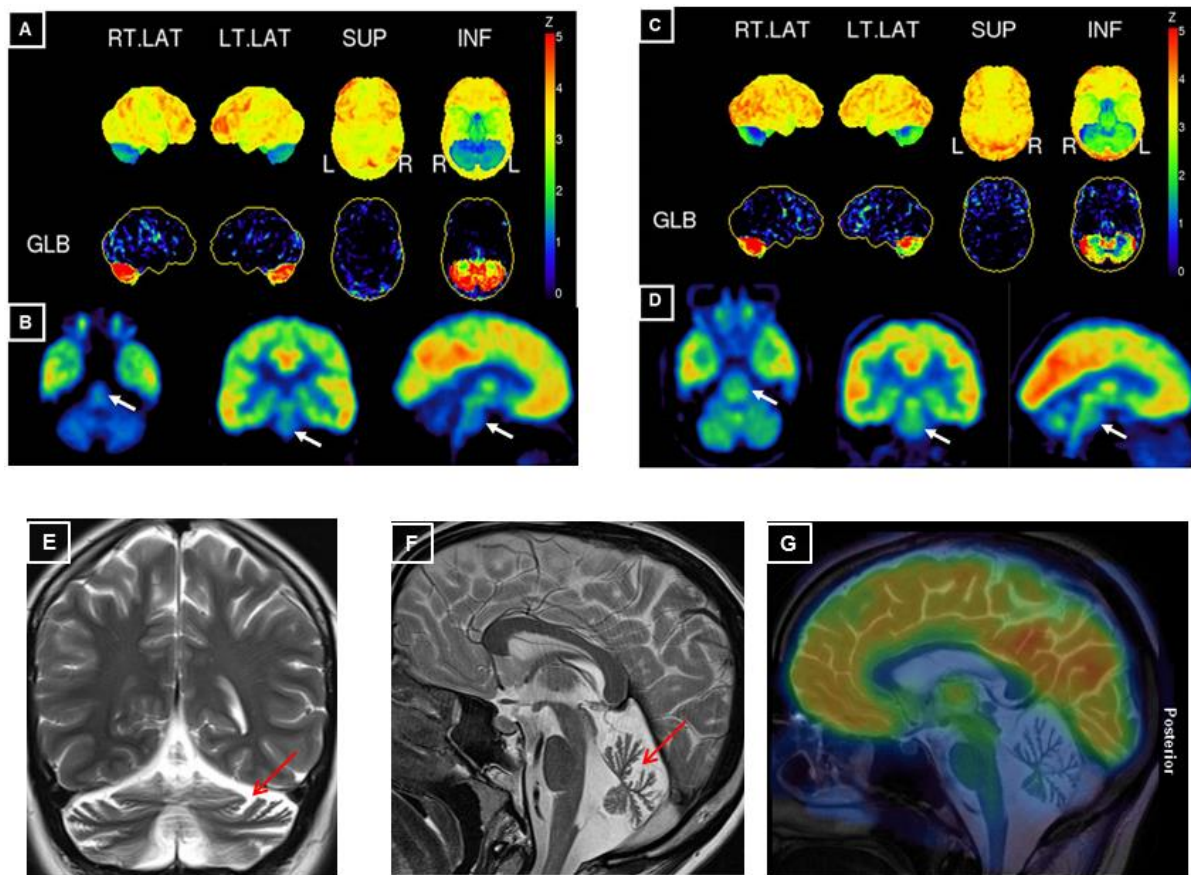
Cerebral ^{18}F - FDG PET and MRI in exemplary SYNE1 subjects. (A, C) Surface projections of the ^{18}F - FDG PET scans of subject 10-1 at age 37 years (A) and subject 9-1 at age 45 years (C). The upper rows in A and C show the surface projection map of cerebral glucose metabolism normalized to the maximum of the acquisition. The lower rows show the deviation of an age adjusted normal database after normalization to a global mean calculation (GLB) of metabolic activity. On both projections, a marked homogenous bilateral reduction of cerebellar FDG metabolism can be seen in both subjects. (B, D) Tomographic projections after automated fitting. For both subject 10-1 (B) and subject 9-1 (D) a reduction of FDG-metabolism is also clearly visible in the brain stem (white arrows), which reached statistical significance in subject #10 with a Z-score of 3 and a trend in subject 9-1 with a Z-score of 1.5 (normalized to pontic metabolism). (E, F) T2 weighted MRI scans in subject #18 at age 21 years shows marked vermian atrophy (F) and cortical hemisphere atrophy (E) of the cerebellum (red arrows). (G) Fusion image of ^{18}F - FDG PET scan of subject 10-1 onto a central paramedian sagittal T2 weighted MRI scan shows considerable hypometabolism in the cerebellum and in the pons, whereas FDG metabolism is normal in the cortical cerebral regions.
